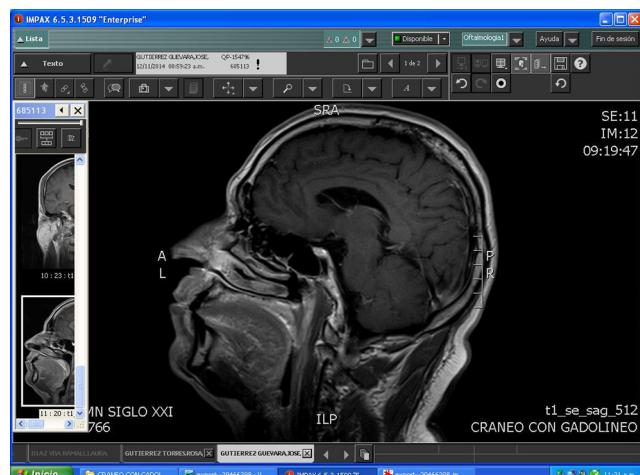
Resonancia magnética de cráneo: imagen sugerente de isquemia a nivel pontino bajo.
